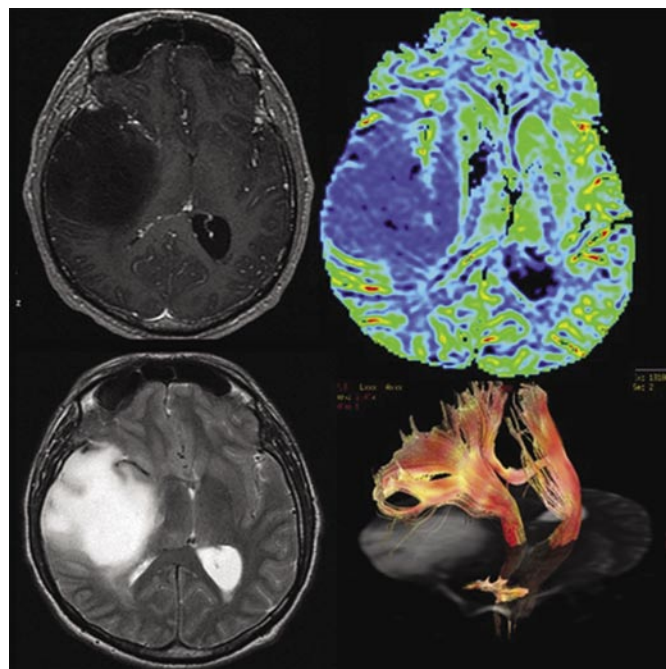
Superior esquerdo. RM em T1 com gadolínio evidenciando lesão hipointensa que não impregna pelo contraste em topografia de ínsula a direita causando desvio da linha média. Superior direito. RM com perfusão fria da lesão. Inferior
